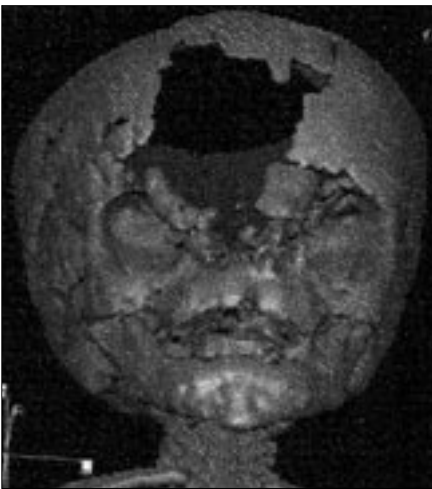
Brakisefali (4 aylık kız çocuk). A. Antero-posterior 3B kranyal BT rekonstrüksiyonunda her iki koronal sütürün sinostoza görünüyor. B. Lateral 3B kranyal BT rekonstrüksiyonunda koronal sütür sinostoza ve kranyum ön-arka çapının azaldığı görülüyor (brakisefali).
